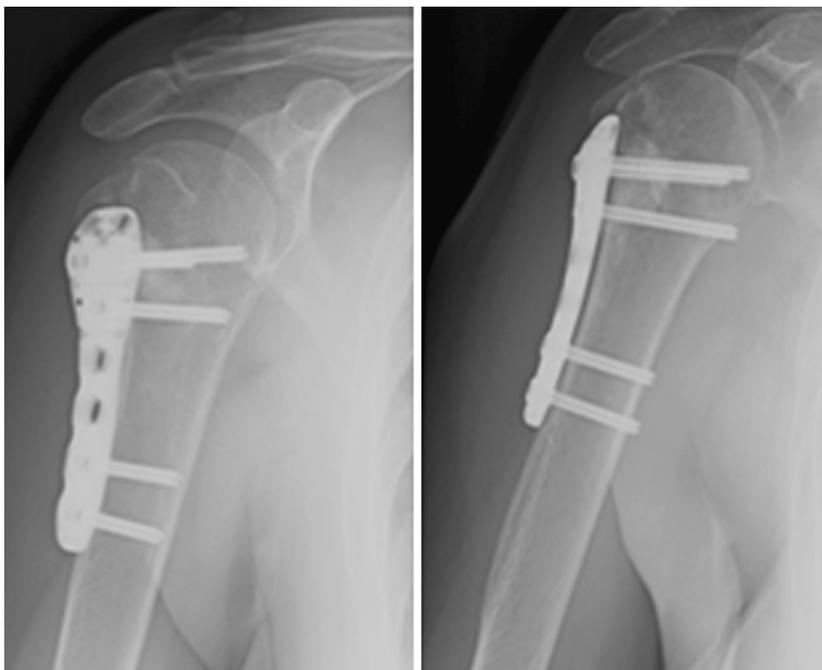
Immagine radiografica post-osteosintesi con placca di frattura a 3 frammenti dell'omero prossimale di destra
